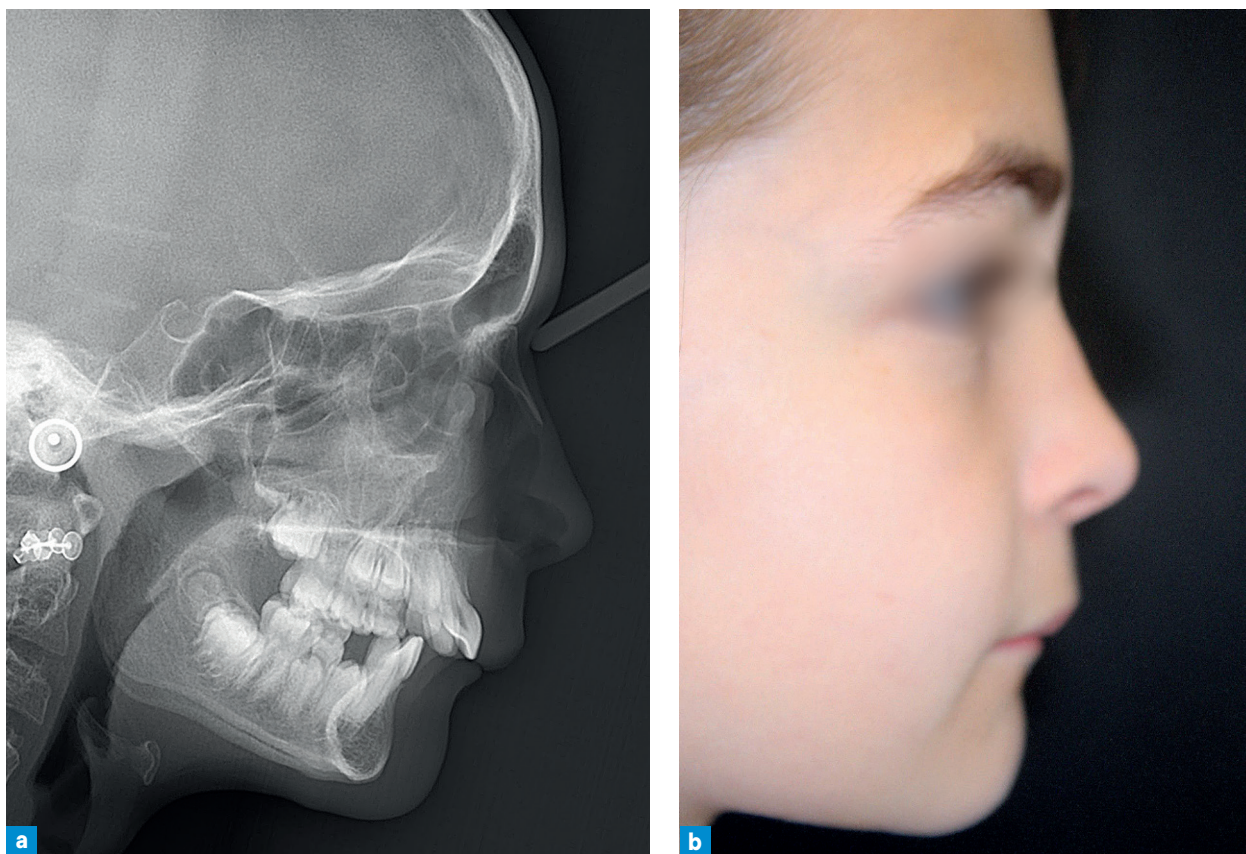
cas n° 2. Téléradiographie de profil (a) et portrait de profil (b), avant traitement.
